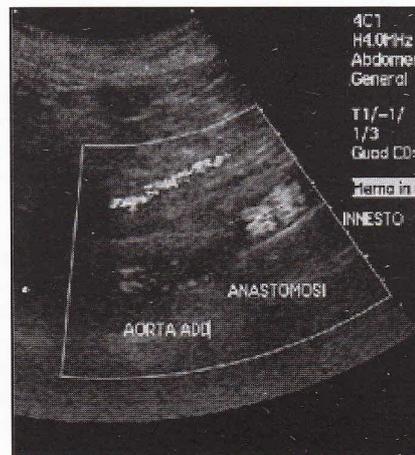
A 4 anni dal trapianto, ottima funzionalità dell'omoinnesto all'Ecocolor doppler
